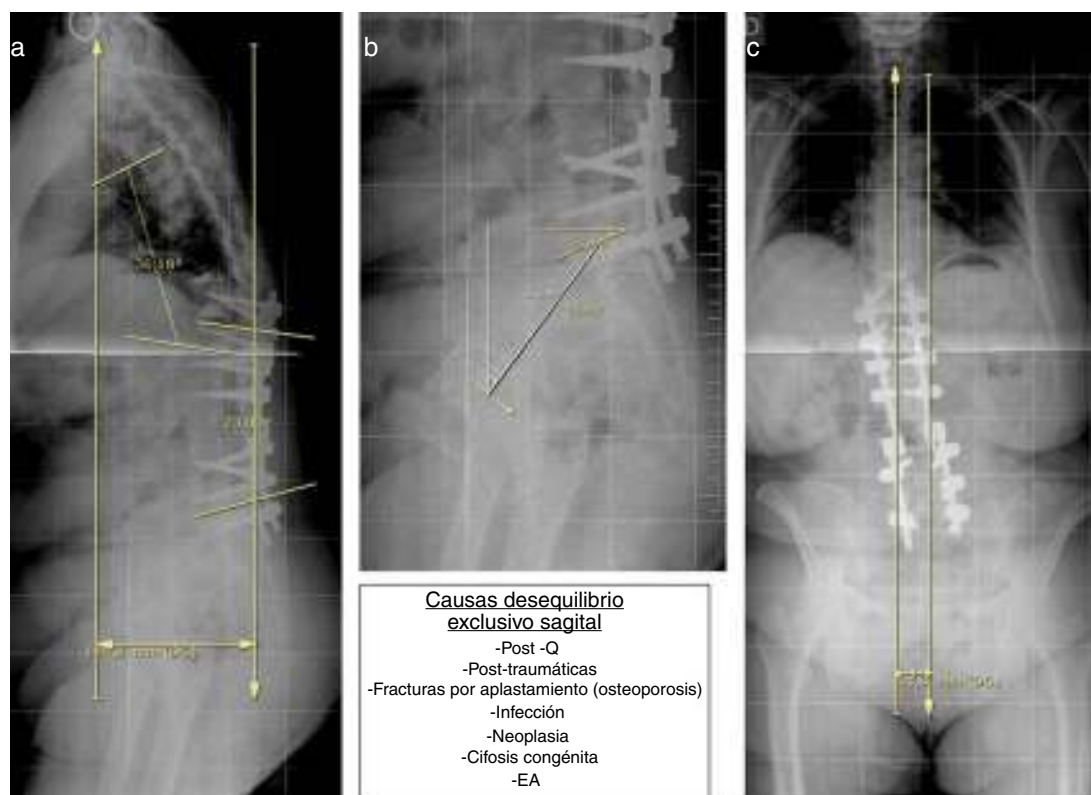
Nomenclatura: paciente con desequilibrio sagital exclusivo. Paciente con fractura-hundimiento de varios cuerpos vertebrales de causa osteoporótica y cambios degenerativos lumbares. a) Radiografía lateral. Signos de cementoplastia en los cuerpos vertebrales hundidos D9 y D11. Artrodesis instrumentada posterior desde D10 a S1. Medición de la cifosis dorsal (36°) y lordosis lumbar (23°-hipolordosis). Balance sagital global positivo: de 14,48 cm. b) Radiografía lateral ampliada de pelvis. Medición de parámetros pélvicos: incidencia pélvica (PI 54°), *Pelvic Tilt* (PT 36° aumentado) e inclinación sacra (SS 22° disminuido). Se adjunta tabla de causas de desequilibrio exclusivo sagital. c) Radiografía posteroanterior. Balance coronal positivo 31 mm. La línea vertical o de plomada C7 (LPC7) pasa a más de 2 cm a la derecha de la línea vertical centro-sacra (LVCS).
